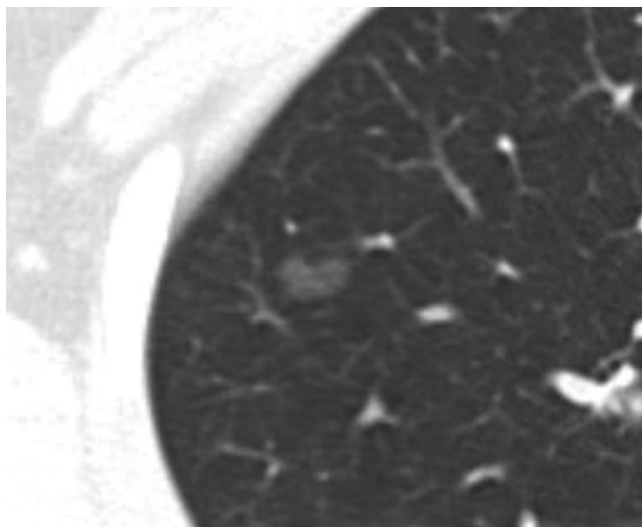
Bronchioloalveolar cell carcinoma in a 37-year-old woman. Non-contrast CT with lung setting shows a 7 mm sized pure ground-glass attenuation nodule with lobulated margin.
